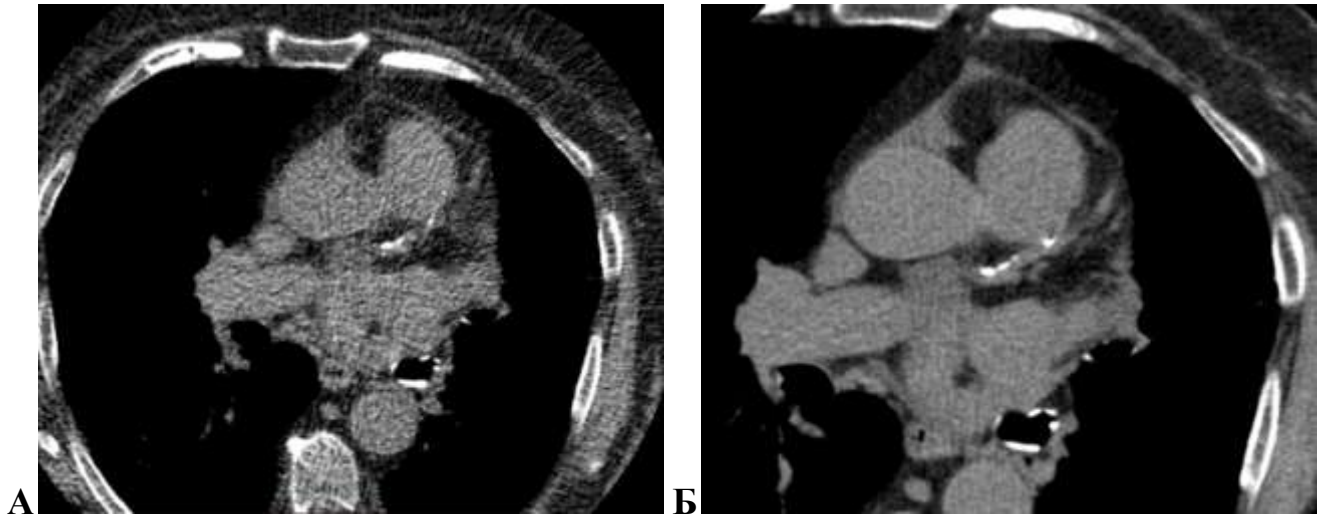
Аксиальные КТ изображения органов грудной клетки для расчета КИ. А – Реконструкция изображений НДКТ ОГК по 3мм для расчета КИ. Определяется кальциевая бляшка в ПНА. Б – Аксиальное изображение, полученное по стандартной методике КИ с ЭКГ синхронизацией. Определяется кальциевая бляшка в ПНА
